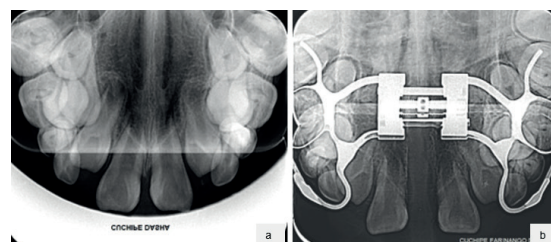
Radiografías oclusales. Radiografía oclusal inicial (7a), radiografía oclusal a los 15 días de activación (7b).
